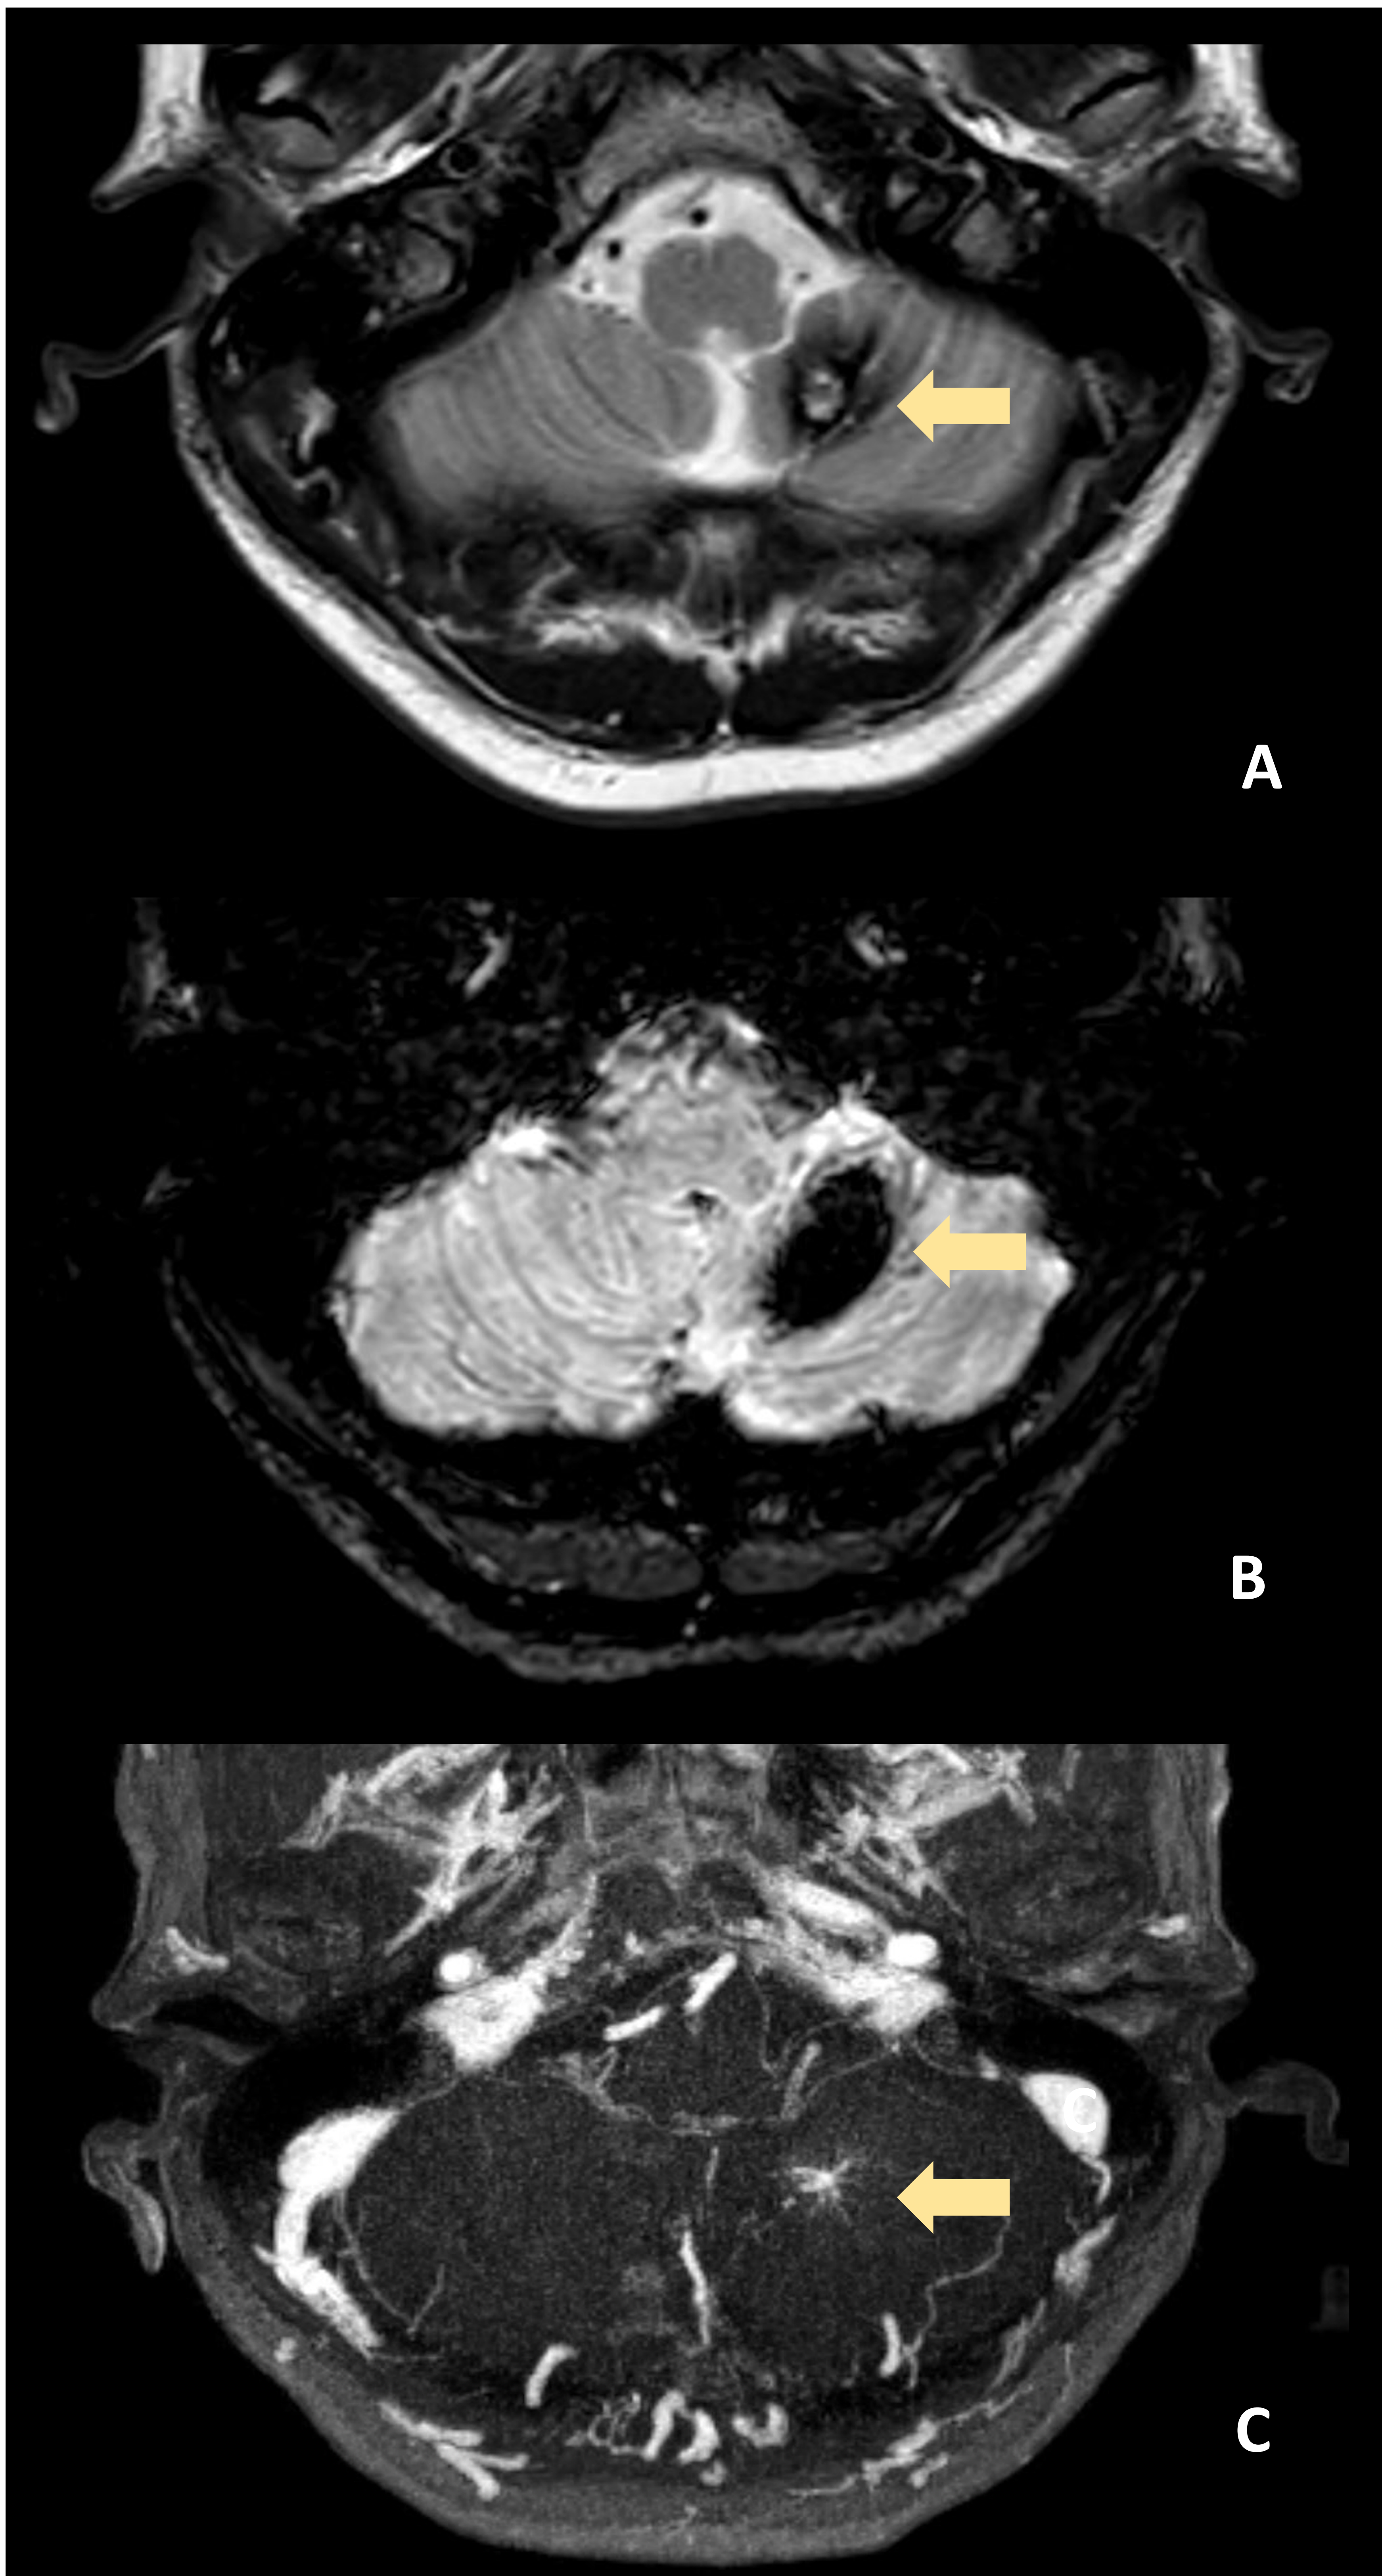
Imágenes de RM en plano axial que muestra una lesión cerebelosa inferior izquierda con caída de señal en secuencia T2 (A), signo de las "palomitas de maíz" y marcado efecto "blooming" en T2\* (B), hallazgos en relación con angioma cavernoso tipo II.
